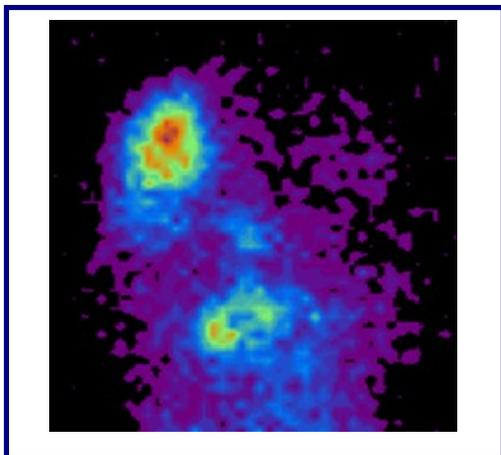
La tomografía computarizada con emisión de fotón único (SPECT) ofrece imágenes de actividad cerebral en estructuras con un tamaño mínimo de 2.5x2.5 cm. Muchas estructuras de tamaño inferior, que no pueden ser visualizadas por SPECT, sí lo son mediante tomografía de emisión de positrones (PET)¹⁶.
